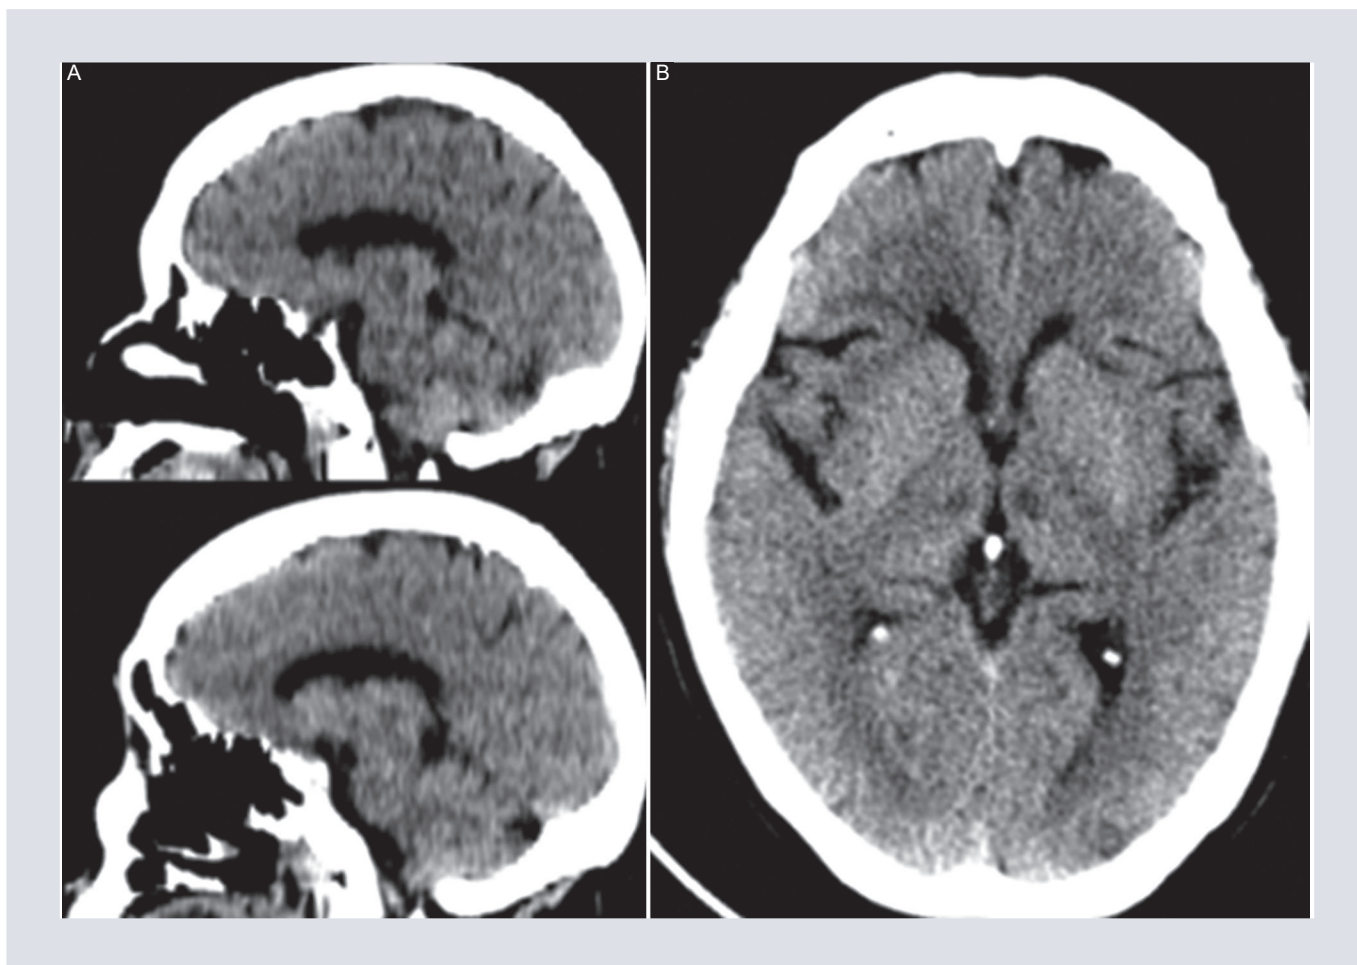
Tomografía computarizada. A: reconstrucciones sagitales. B: plano axial. Lesiones hipodensas bitalámicas (tomada de la base de datos del Servicio de Imagenología Hospital Juárez de México, con permiso).
